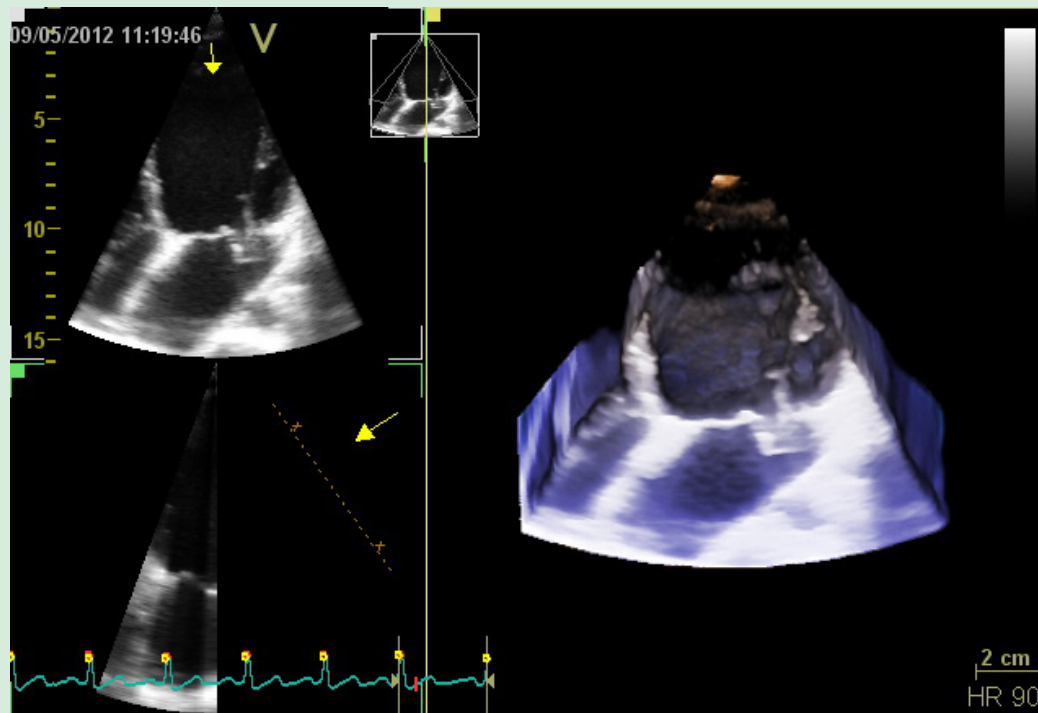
Ecocardiograma transtorácico tridimensional. Visibiliza-se imagem ecogênica no interior do átrio esquerdo compatível com flail da cúspide anterior, decorrente da ruptura parcial do músculo papilar anterolateral.
